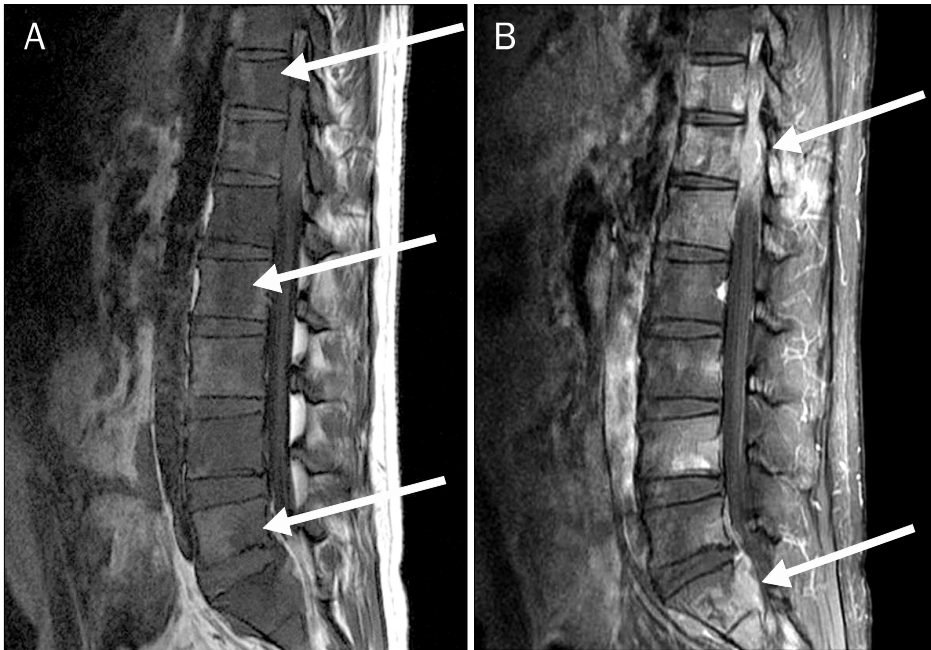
MRI findings of thoracolumbar spine. (A) T1 weighted image showed diffuse and patchy infiltration from T11 to S2 vertebra (white arrows). (B) T2 weighted enhanced image showed epidural and paravertebral soft tissue mass at the level of T12 and S1 (white arrows).
